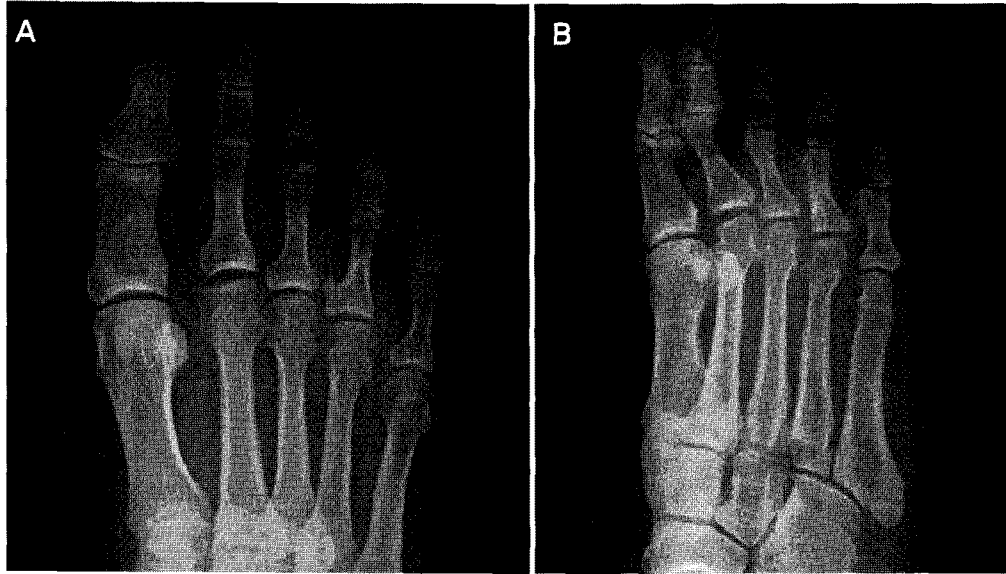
Postoperative AP and oblique radiographs of the right foot show little remnant of the lesion but the third webspace is normalized comparing to the others.
